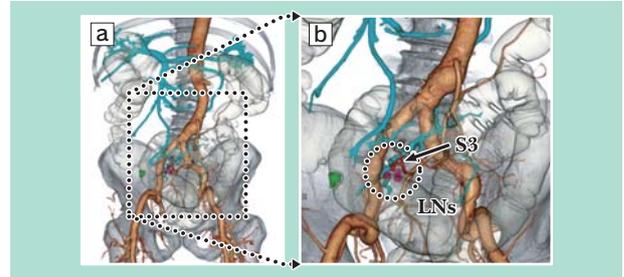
腹腔鏡下大腸癌手術前の Virtual CT laparoscopy with individual lymph nodes dissection
